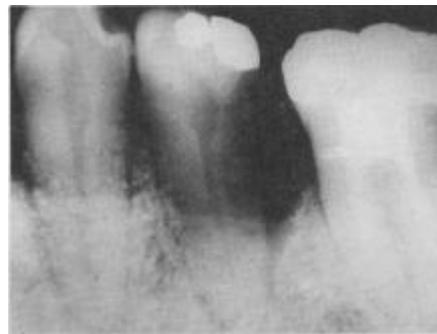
Radiografía postoperatoria al año. Se nota recesión del material en la cresta.
